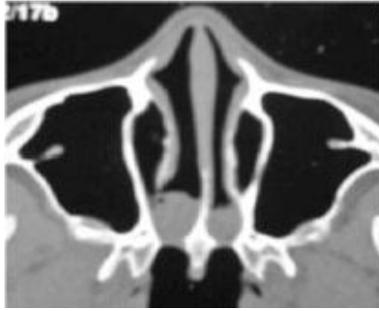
TDM : atrésie choanale bilatérale membraneuse
